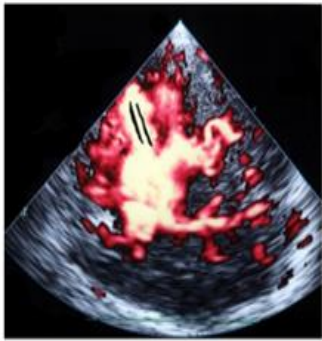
Stenosis of the middle cerebral artery and its first and second division (M1-M2) tracts. From left to right: (A) Transcranial Color Coded Doppler visualization of the M1-M2, showing an aliasing effect. (B) Reduction in vessel lumen with MicroV visualization in the same M1-M2 vessel. (C) Corresponding hemodynamic acceleration in Doppler Spectrum.
